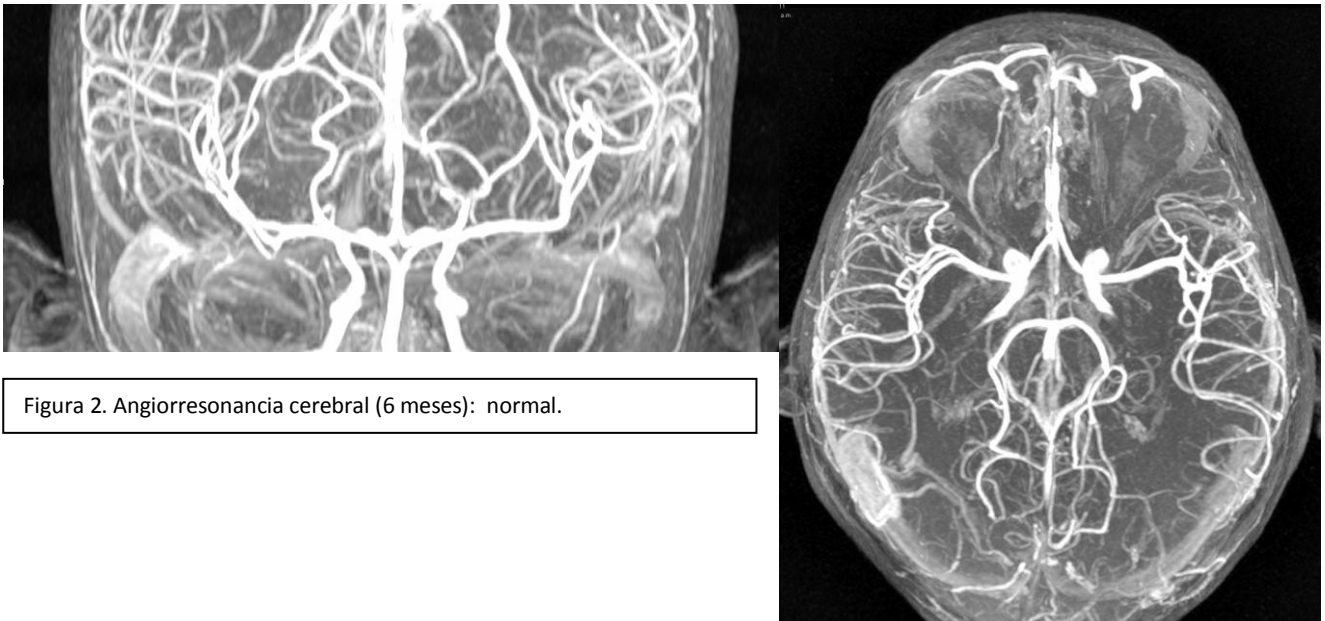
Angiorresonancia cerebral (6 meses): normal.
